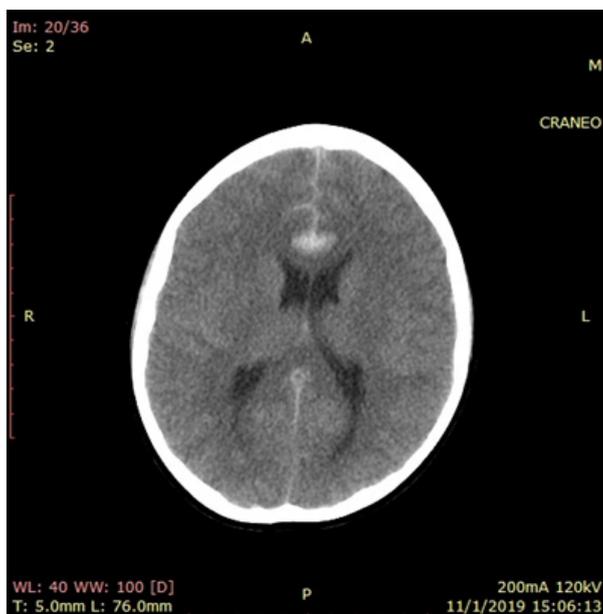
TC cráneo simple, corte axial a nivel de las astas frontales, hiperdensidad difusa interhemisférica frontal mayor a 2 mm, que no causa efecto de masa, sin desplazamiento de la línea media.
